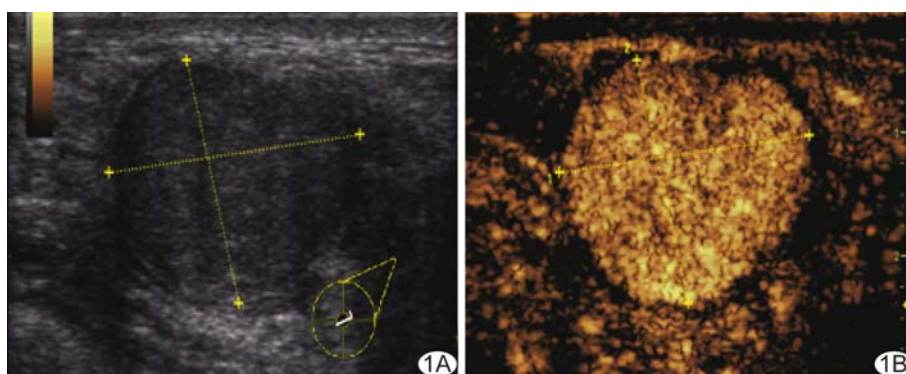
患者女,42 岁,纤维腺瘤 A. 超声表现为实性低回声,边界欠清,形态较规则; B. CEUS 表现为快进均匀性高增强,增强后边缘清楚,形态规则,未见增大(符合 D 预测模型)
